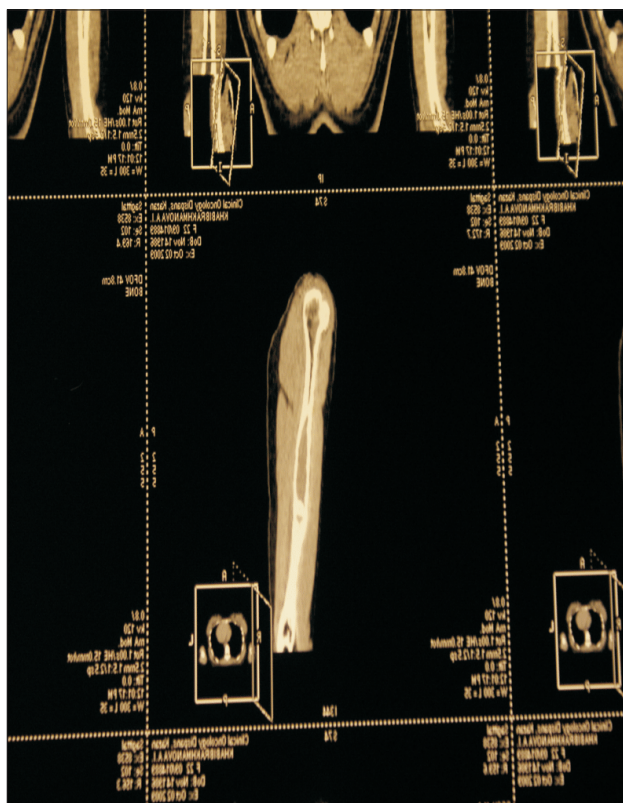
Рентгенологический контроль через 3 мес
